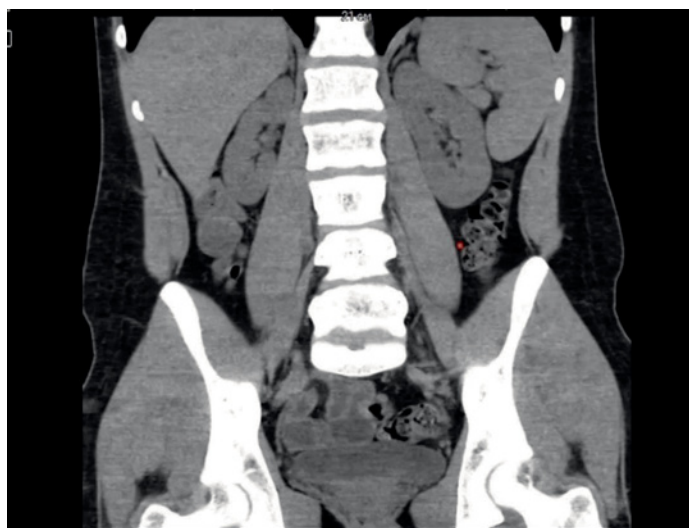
Компьютерная томография почек с контрастированием (апрель 2022 г.)
